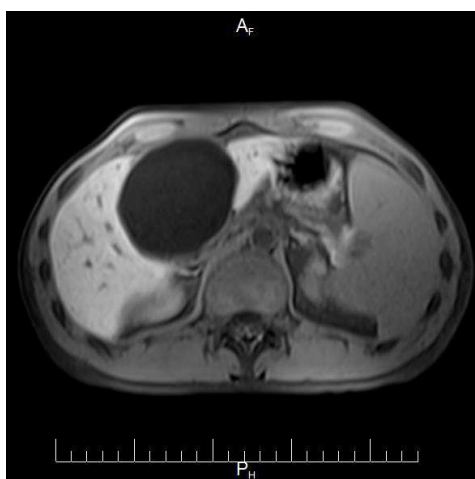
МРТ ОБП. Кистозный эхинококкоз IV а-в сегменты.
